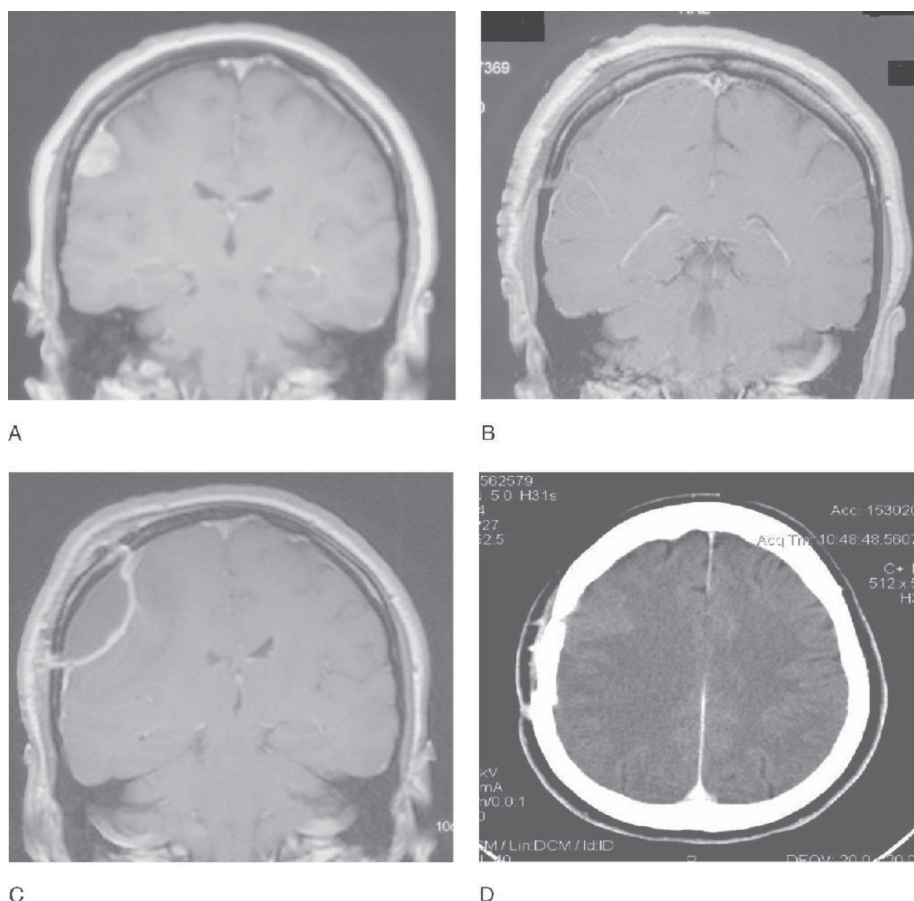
Пациент с менингиомой теменно - височной области справа. МРТ с контрастом: А. до операции, В. После операции, С. Через месяц после операции, во время появления новых симптомов, D. КТ с контрастом аксиальном срезе, после терапии стероидами
